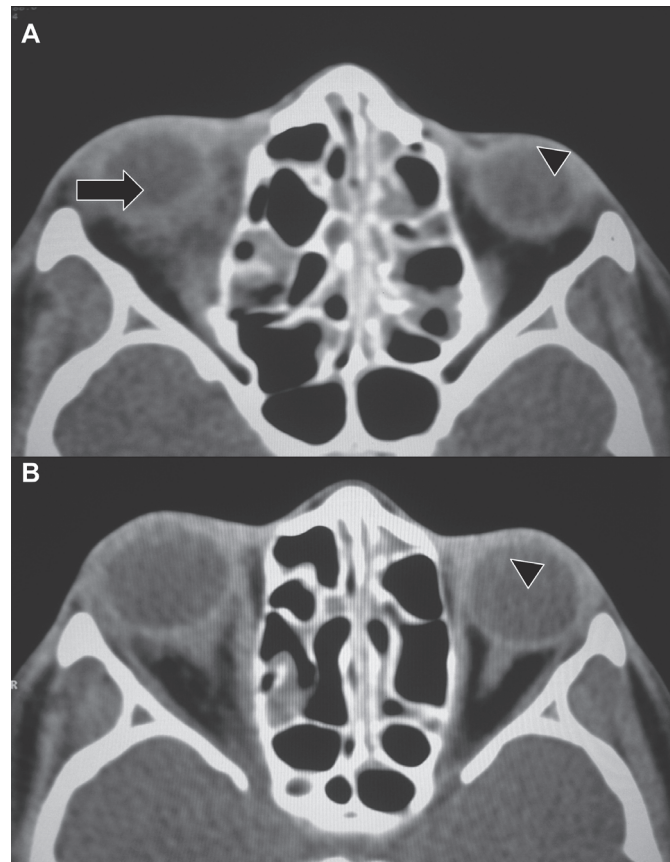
Celulite pós-septal - paciente com sinusite aguda e proptose direita há 3 dias; TC no plano axial sem o meio de contraste; velamento do seio etmoidal bilateralmente; adensamento da gordura intra e extraconal da órbita direita, sobretudo no quadrante medial (A) (seta), associado à discreta proptose (B); observar a densidade da gordura normal na órbita esquerda (A e B) (cabeças de seta)
